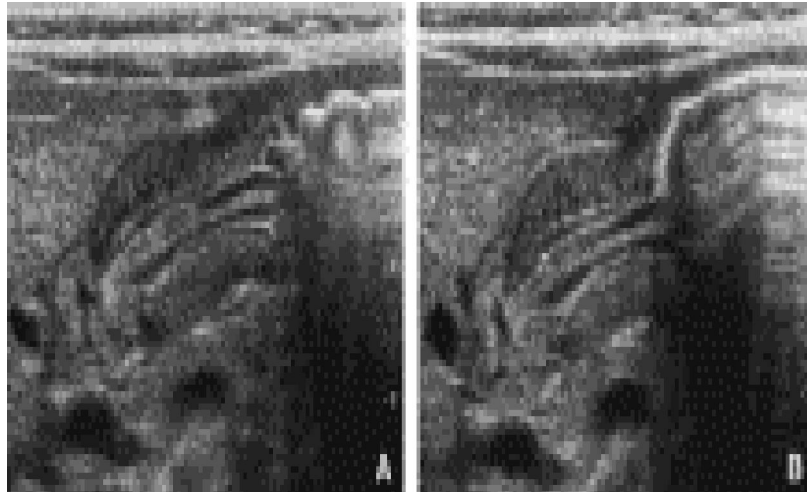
Échographie : hypertrophie pylorique. Lorsqu'une contraction gastrique vient buter sur le pylore, l'olive devient mieux circonscrite, entre l'antra rempli et le bulbe vide. La longueur du canal devient alors plus facile à mesurer (A, B) (53)
